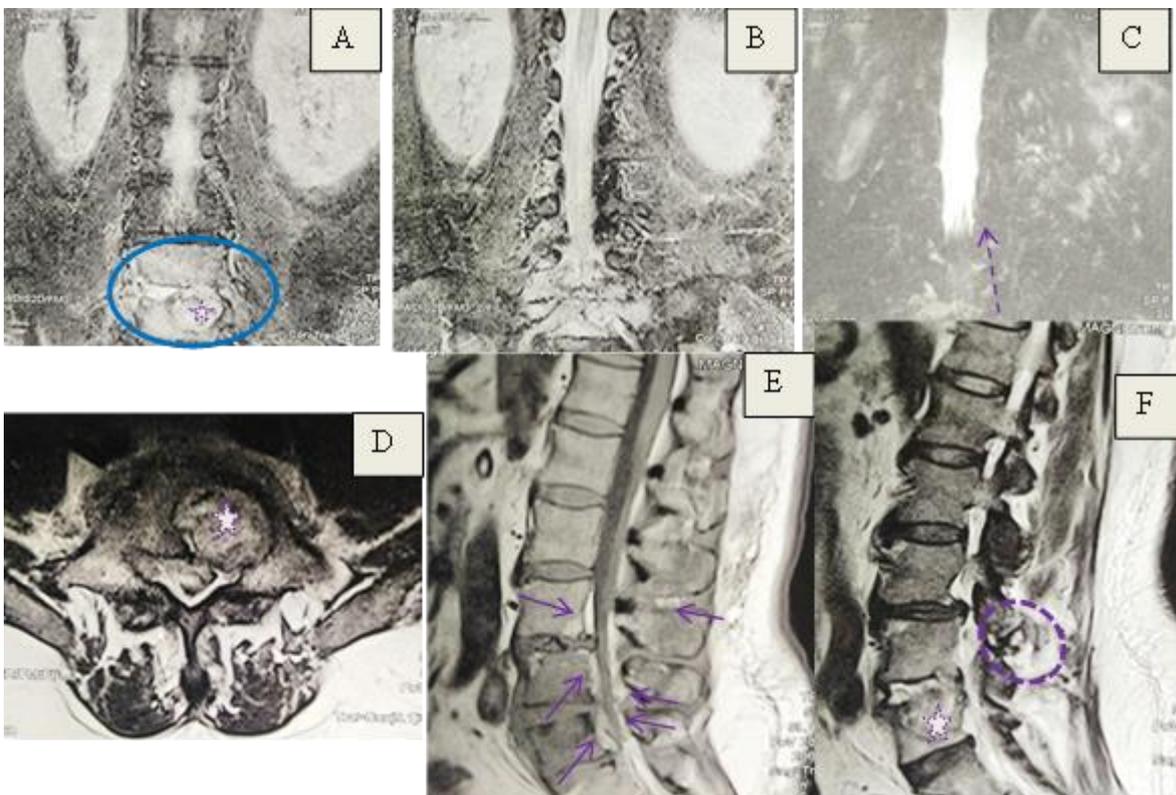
Images IRM (de A à F) du sujet plus âgé suggérant la spondylodiscite L3-L4 et L4-L5 avec discite protrusive L4-L5 gauche conflictuelle (étoile blanche et cercle bleu), l'épidurite antérieure et des dépôts facettaires (flèches et cercle en pointillés violets) et une sténose canalaire lombaire antéropostérieure (flèches pointillés et pleines violets)
